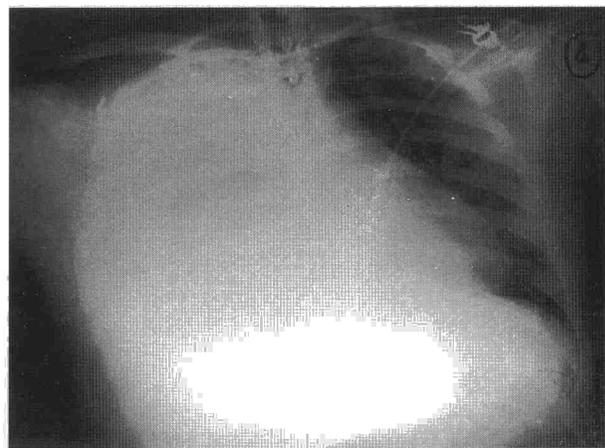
Radiografía anteroposterior de tórax que muestra veladura completa del hemitórax derecho, con ligero desplazamiento mediastínico contralateral.
